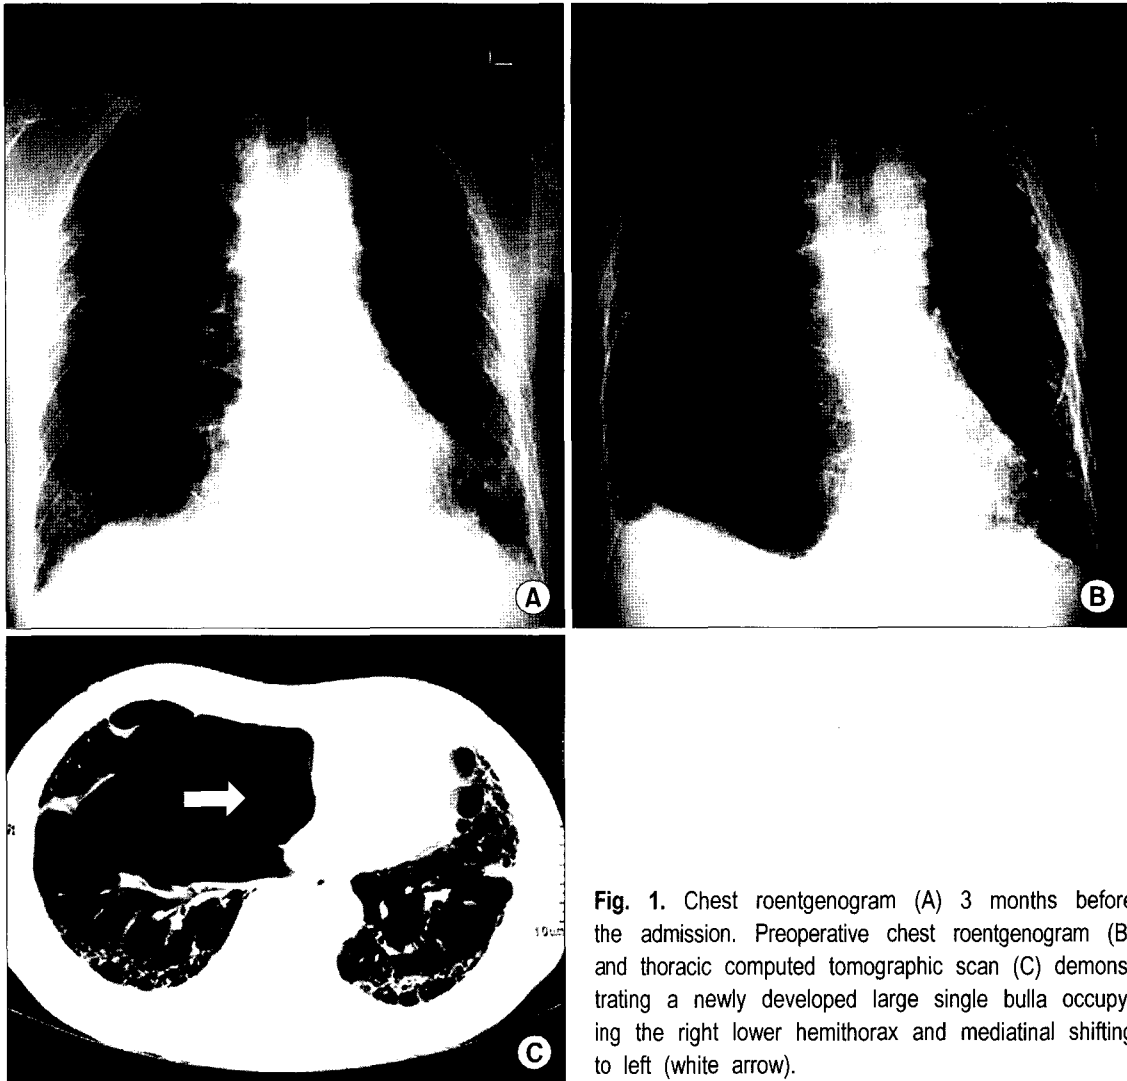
Chest roentgenogram (A) 3 months before the admission. Preoperative chest roentgenogram (B) and thoracic computed tomographic scan (C) demonstrating a newly developed large single bulla occupying the right lower hemithorax and mediastinal shifting to left (white arrow).
